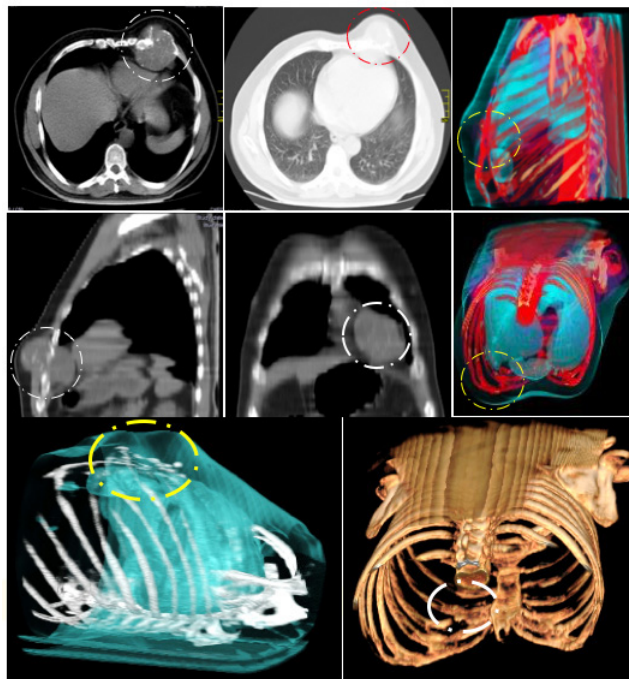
TC tórax que muestra una lesión ovalada (círculo) con destrucción ósea lítica de la cortical de la VII (110 mm x 100 mm x 59 mm de tamaño). Los márgenes estaban mal delineados con alguna matriz osificante sin evidencia de extensión al tejido blando adyacente. Cortes axial, coronal y sagital. Reconstrucción 3D. TC.
